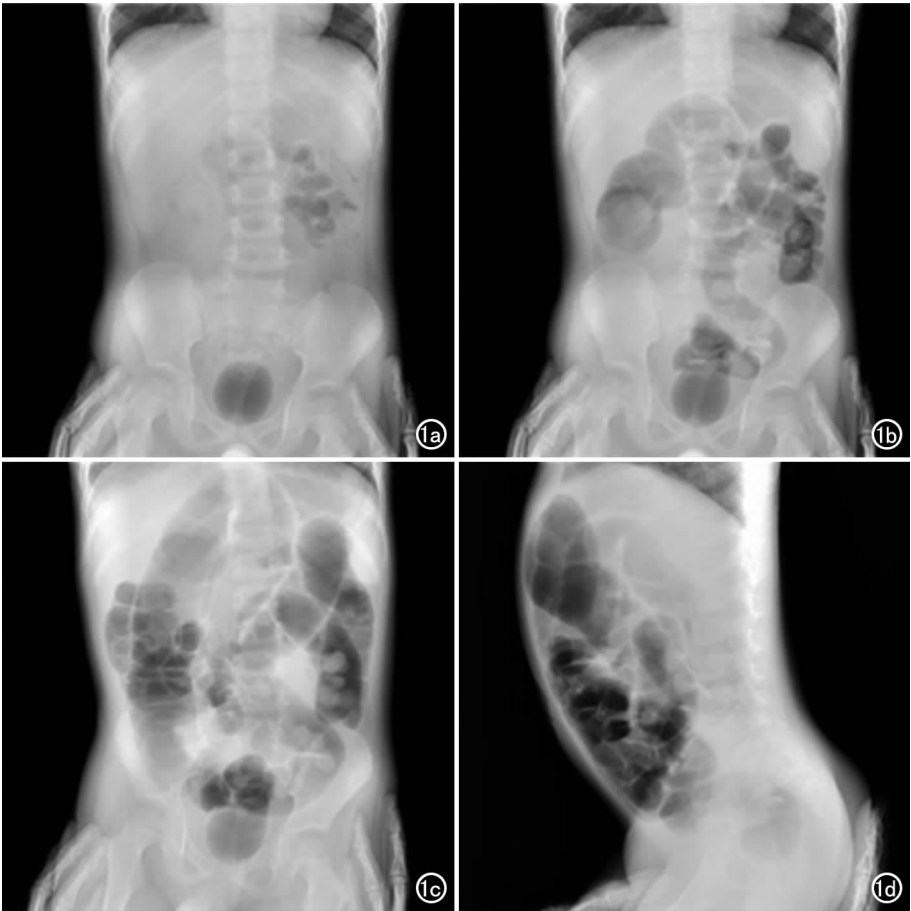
空气灌肠复位摄片。患儿,女,10 个月,超声确诊肠套叠。a)未充气前的腹部情况;b)显示套头位于结肠肝曲;c)套头影消失;d)小肠大量进气。
